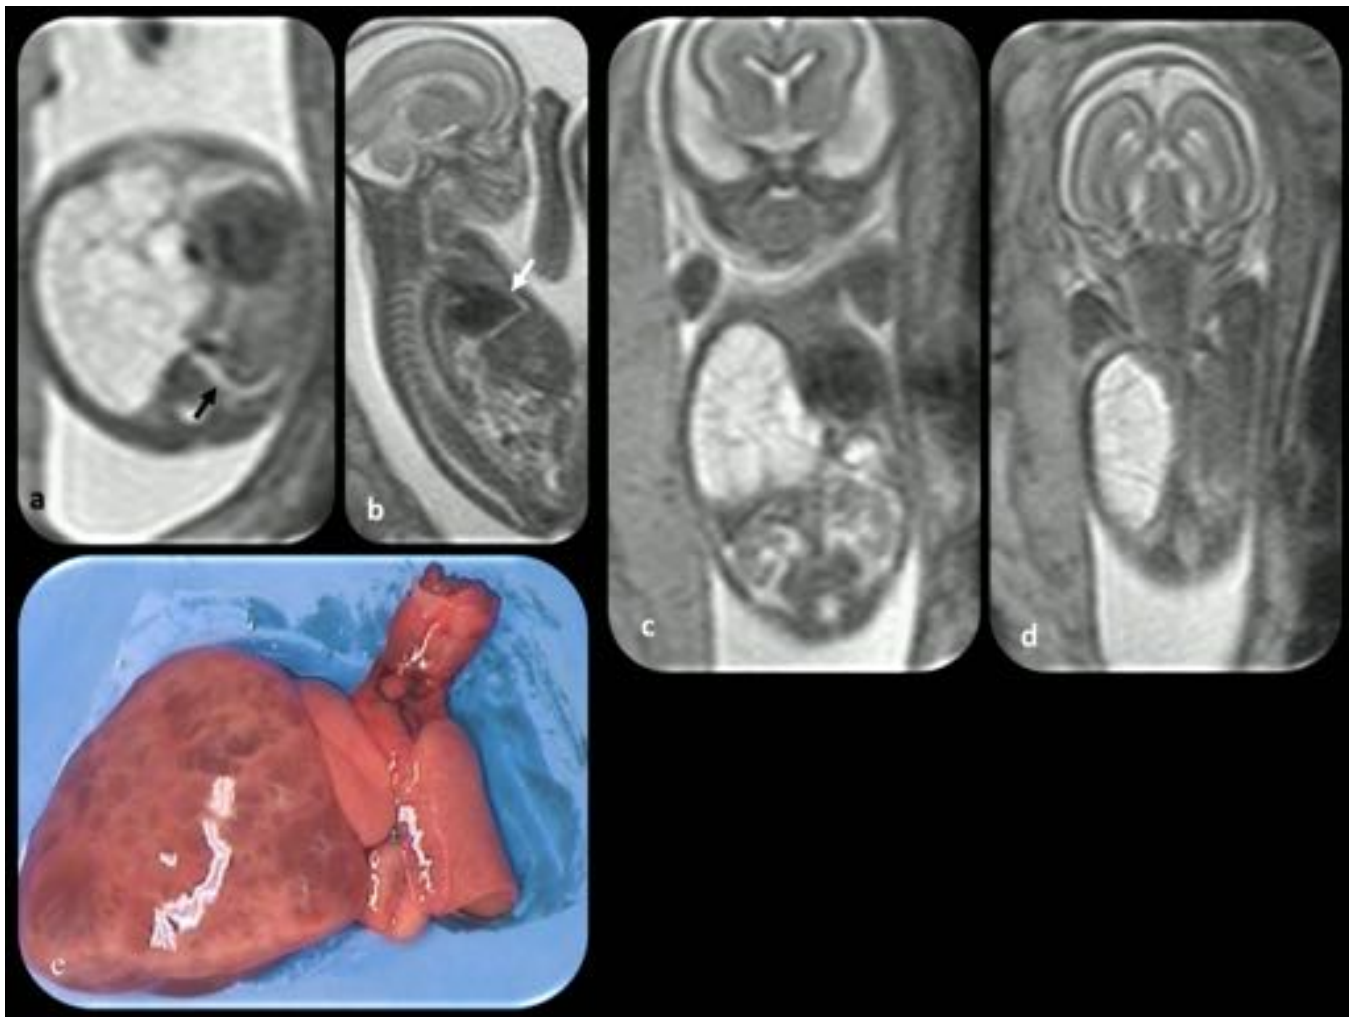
MCVAP tipo II. Feto de 20 semanas de gestación. (a, b, c y d) Cortes axial, sagital y coronales: muestran una estructura hiperintensa, polilobulada y con septos que ocupa una gran parte del hemitórax derecho. Se observa una pequeña cantidad de derrame pericárdico (flecha blanca) y hidrotórax izquierdo (flecha negra). (e) Pieza quirúrgica de la lesión descrita en la RM.
